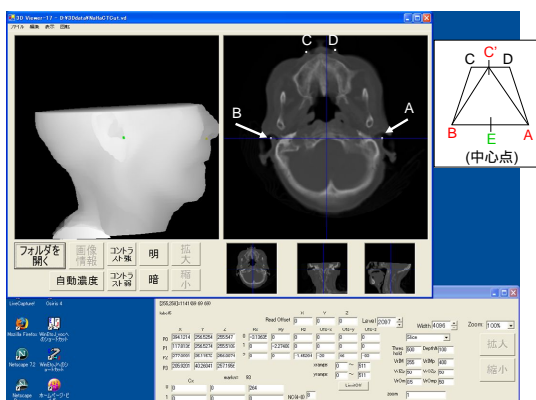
CT 3D 画像(回転処理後) A,B,及びC,D の中間点(C')が同一平面上にあり、A,B 2点で指定した点が中心、A,B の中間点(E)にある。
